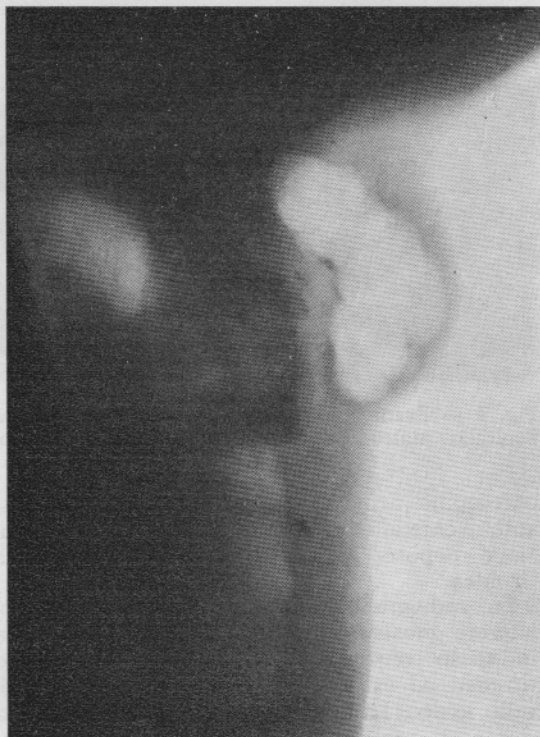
Radiografia del caso.
